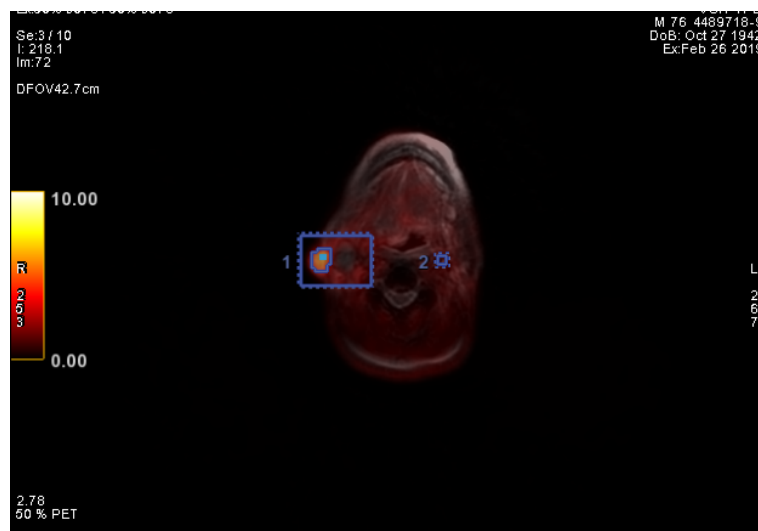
Special positron photography examination before special treatment (FBPA-PET)
